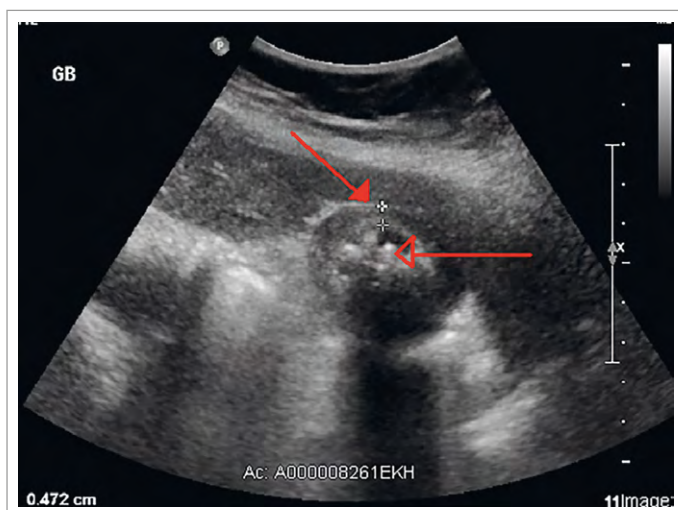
Colecistitis Aguda en Ecografía Abdominal. La flecha cerrada indica el engrosamiento de la pared vesicular, la flecha abierta indica la presencia de un cálculo biliar.
